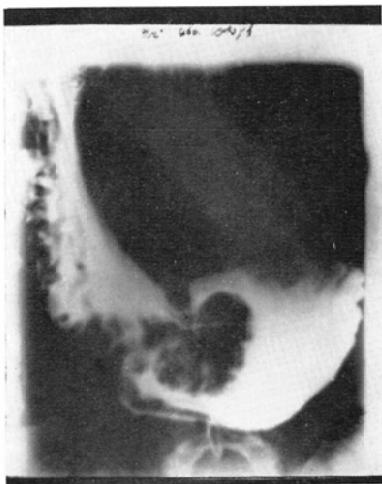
Case 10. the case. Cancer. (routine X-ray examination)
